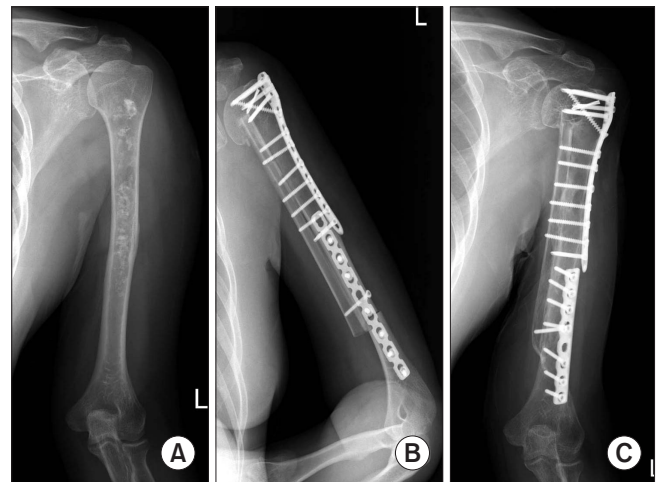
A 55-year-old male patient with chondrosarcoma at the left humerus (A) was managed with an intercalary allograft combined with an onlay type vascularized fibular graft (B). (C) Six year follow-up radiograph showed solid bone union at both proximal and distal host-allograft bone junctions (Courtesy of Dr. Joo-Yup Lee, Department of Orthopedic Surgery, The Catholic University of Korea, St. Vincent Hospital, Suwon; with permission).
